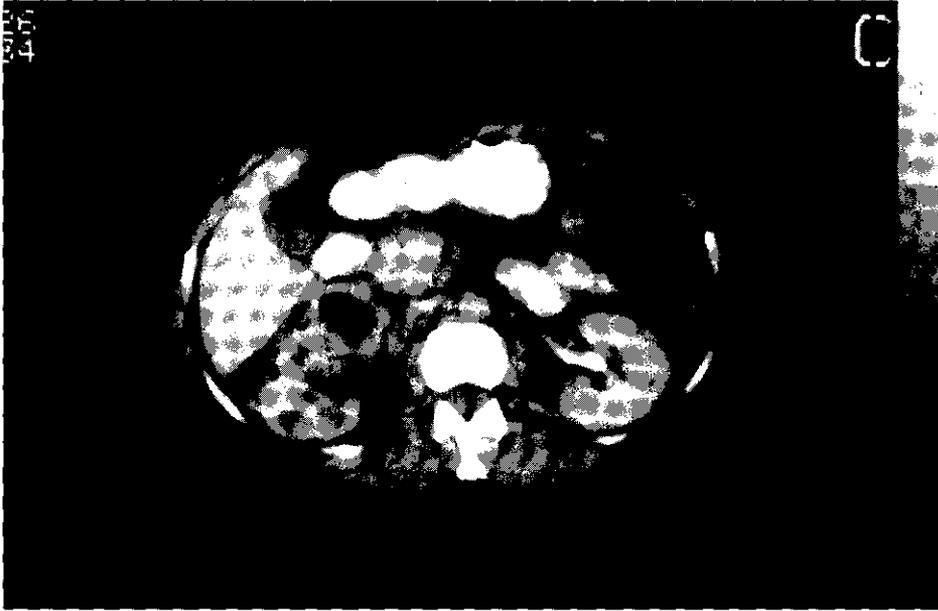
TAC que muestra la presencia de aire en el árbol urinario derecho por fístula renoduodenal.
